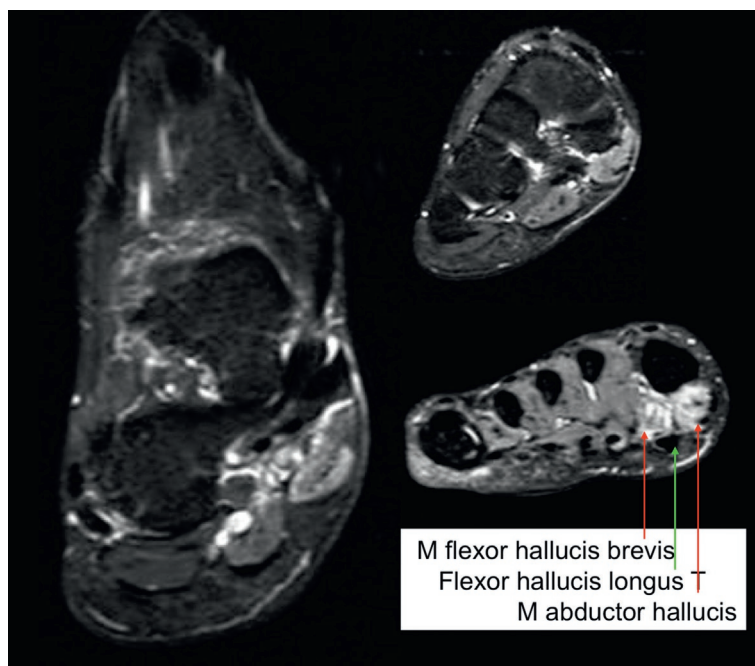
Image IRM, STIR, des chambres inférieures et de la plante du pied.
